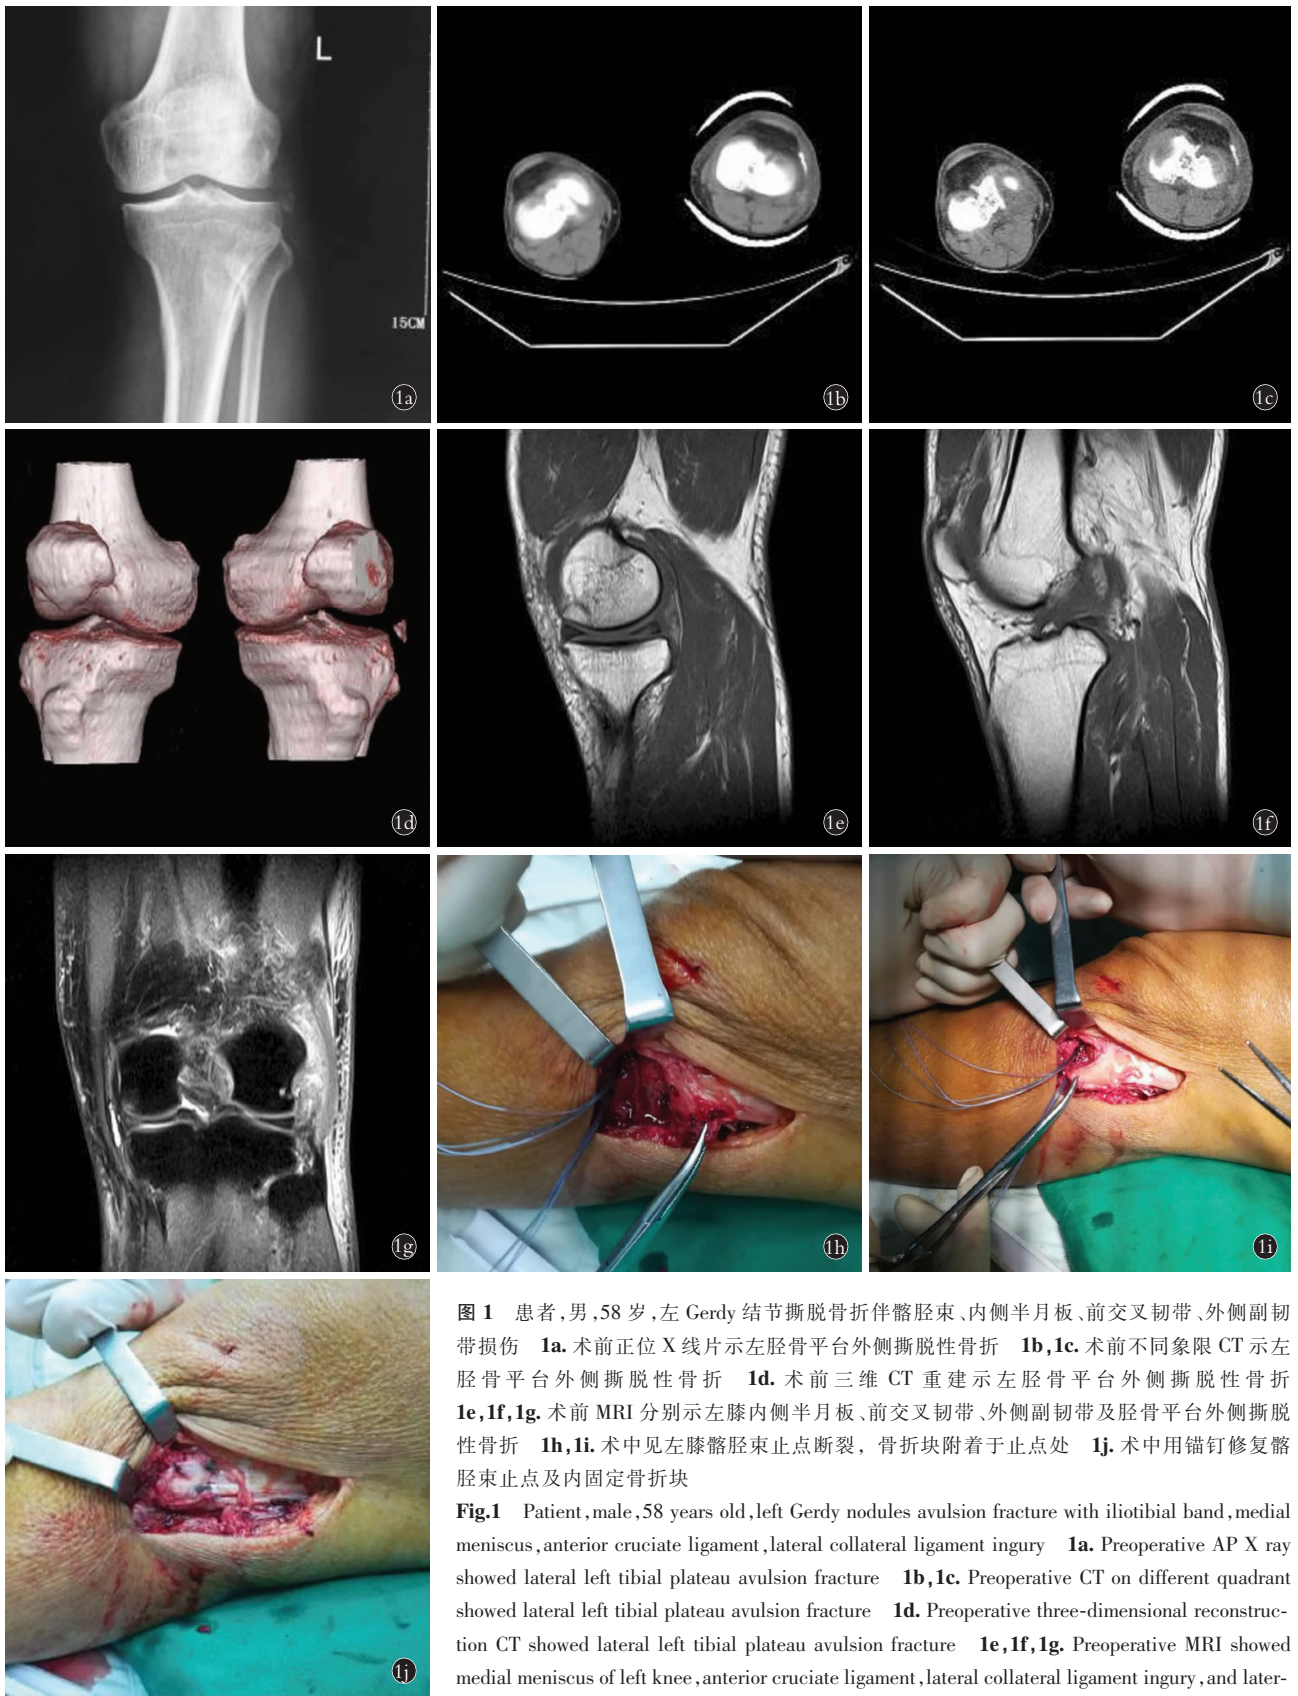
患者,男,58 岁,左 Gerdy 结节撕脱骨折伴髂胫束、内侧半月板、前交叉韧带、外侧副韧带损伤 1a. 术前正位 X 线片示左胫骨平台外侧撕脱性骨折 1b,1c. 术前不同象限 CT 示左胫骨平台外侧撕脱性骨折 1d. 术前三维 CT 重建示左胫骨平台外侧撕脱性骨折 1e,1f,1g. 术前 MRI 分别示左膝内侧半月板、前交叉韧带、外侧副韧带及胫骨平台外侧撕脱性骨折 1h,1i. 术中见左膝髂胫束止点断裂,骨折块附着于止点处 1j. 术中用锚钉修复髂胫束止点及内固定骨折块
